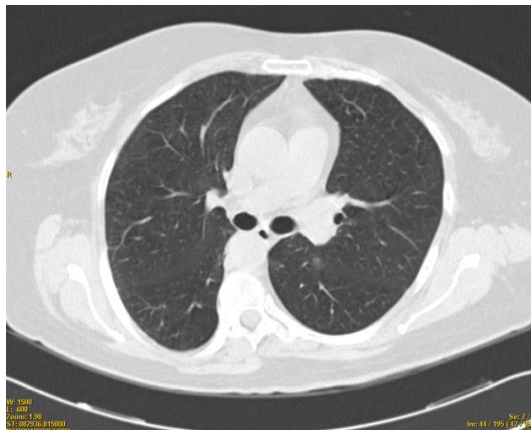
Imagen de TC tras la retirada de mesalazina en la que se aprecia resolución de los infiltrados alveolointersticiales presentes previamente
